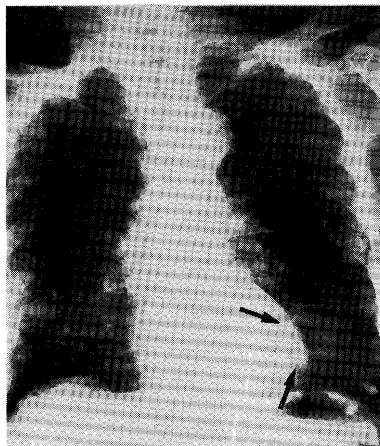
chest X-ray film.
